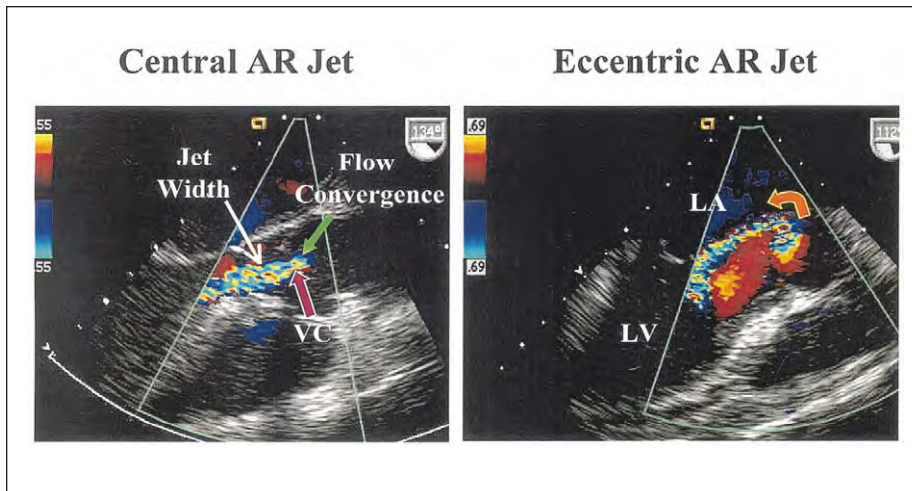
Exemples d'insuffisance aortique (IA) centrale et excentrique par échocardiographie transthoracique. Les 3 composantes du flux régurgitant sont définies par les flèches dans l'exemple d'IA centrale: la zone de convergence du flux, la vena contracta (VC) et l'aire du jet dans la chambre de chasse du ventricule gauche. Notez la taille plus petite et la localisation de la VC comparée à la largeur du jet dans la chambre de chasse du VG. L'IA excentrique est dirigée vers la valve mitrale (flèche), avec une zone de convergence du flux proéminente. La largeur du jet dans la chambre de chasse du VG ne peut pas être utilisée pour l'évaluation de la sévérité des IA excentriques. OG; oreillette gauche, VG: ventricule gauche.
